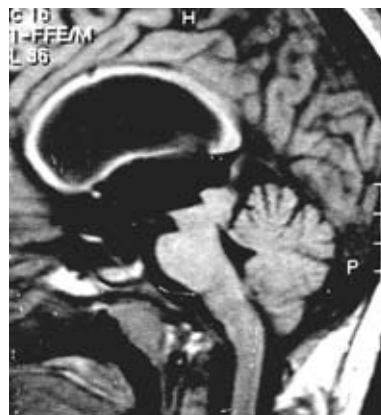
МРТ-грамма. Опухоль в области пластинки четверохолмия
